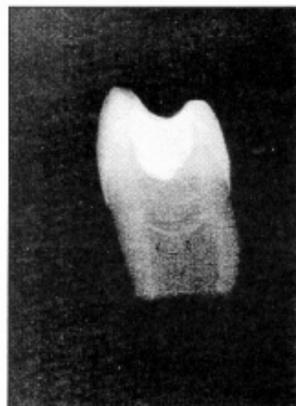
Radiografia do dente do qual foram feitos os cortes histológicos mostrando a linha radiopaca (setas) em correspondência à barreira vista na figura 1
